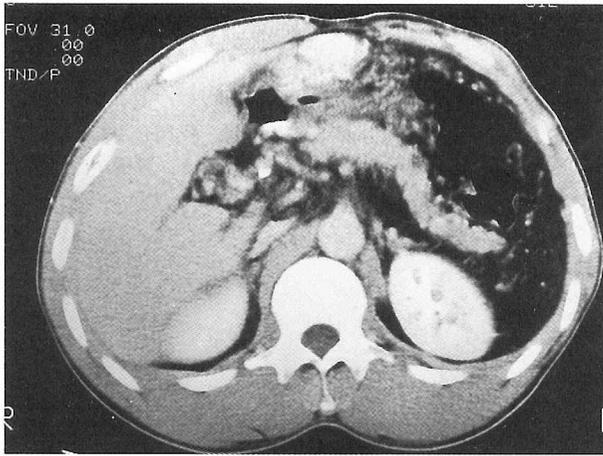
腹部CTでは、門脈内に欠損を認め、肝門部門脈周囲にCVTを認めた。また、肝左葉、尾状葉の肥大なく、肝表面は平滑で、肝硬変の所見は認めなかった。
